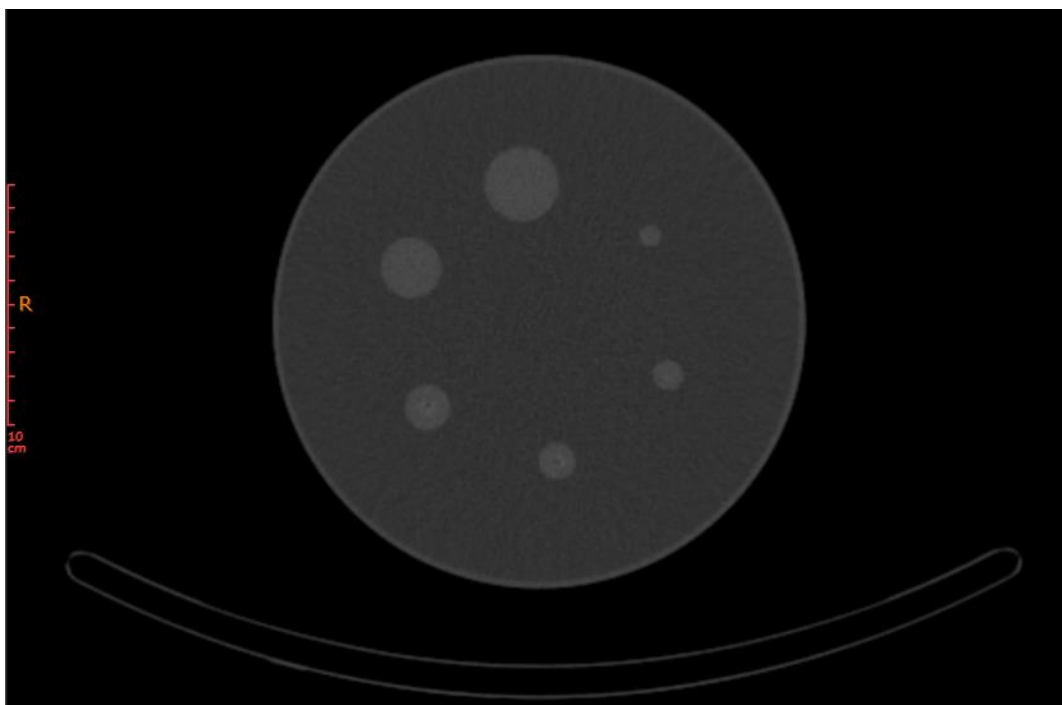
Imagine obținută a sferelor solide cu aparatul CT.
